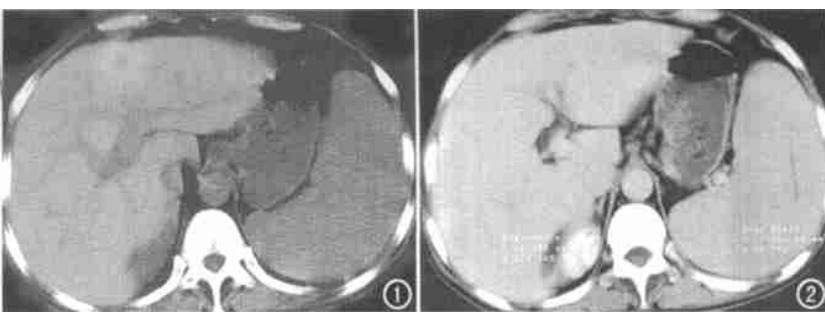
CT 平扫示肝体积增大, 以左叶为著, 肝实质密度普遍均匀性增高, CT 值约 88HU, 与肝内血管呈明显对比, 肝内血管呈树枝状。脾脏肿大, 密度相对较低。图 2 增强后肝、脾脏密度均有均匀性增高, 肝脏为 123HU, 脾脏为 97HU。
